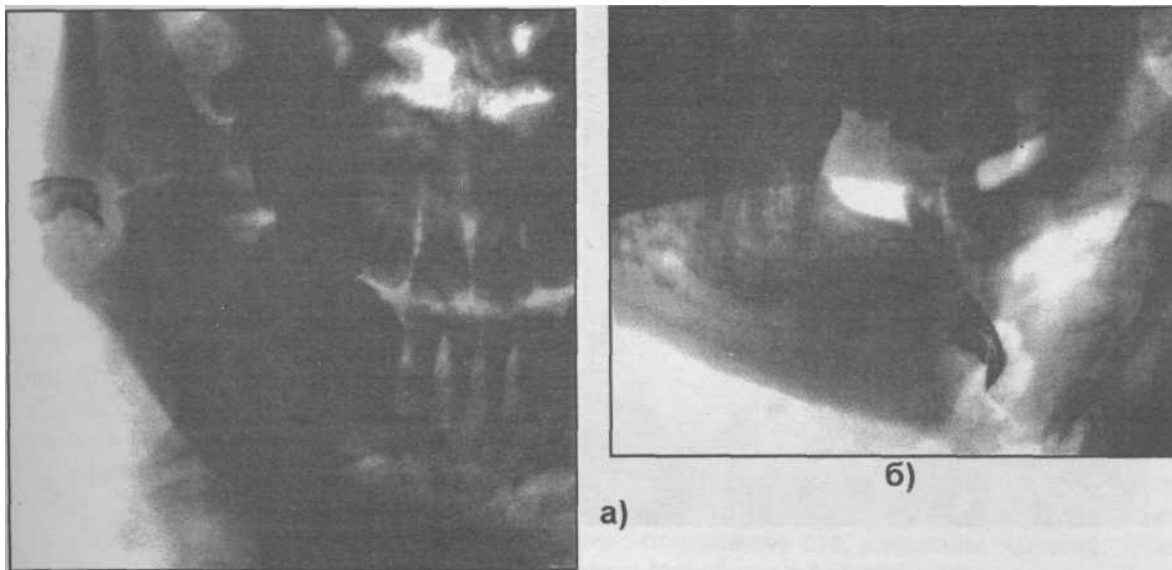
Обзорная (а) и боковая (б) рентгенограммы нижней челюсти у больного с огнестрельным ранением. Имеется инородное тело (самодельная пуля) в мягких тканях околоушной области, перелом нижней челюсти в области угла. Вокруг инородного тела - разрежение костной ткани округлой формы.
